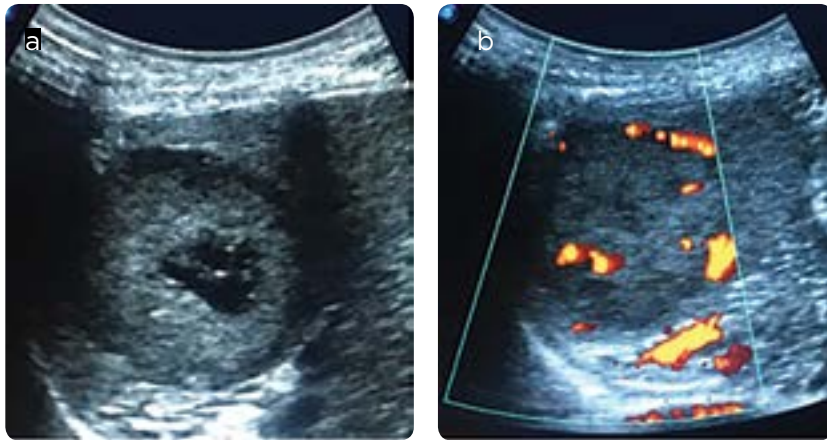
a) ultrasonido abdominal: masa de contornos regulares, isoecogénica al parénquima del bazo, mide 4×4,3×4,2 cm. Lesión bien delimitada del parénquima esplénico circundante, con un borde hipoeicoico periférico irregular; región anecoica interna, que representa necrosis. b) La ecografía Doppler color muestra una rica señal de flujo sanguíneo en la porción del tumor que parece sólida. No se encontró flujo sanguíneo en la región anecoica.
